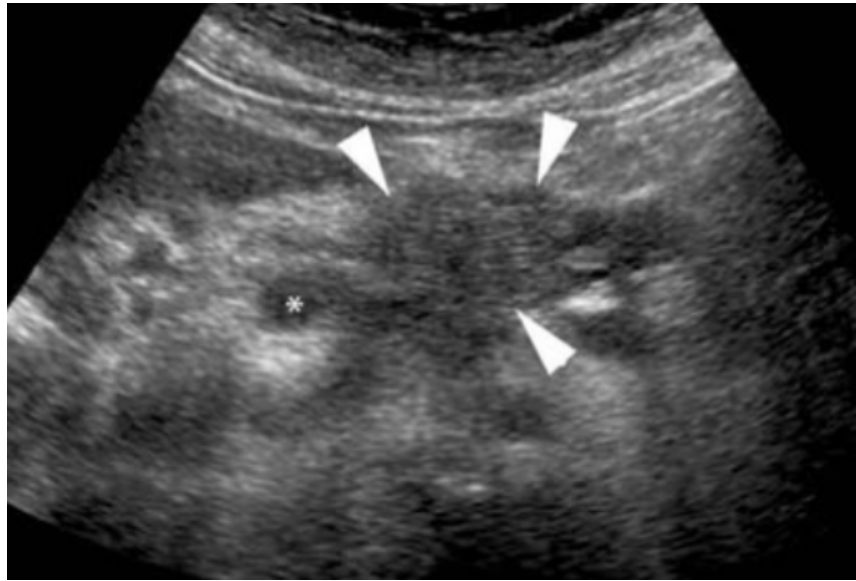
Aspect échographique d'un adénocarcinome pancréatique. Coupe transversale passant par l'origine de la veine porte (astérisque). Formation hypo-échogène (têtes de flèche) mal limitée, déformant les contours de la glande.
